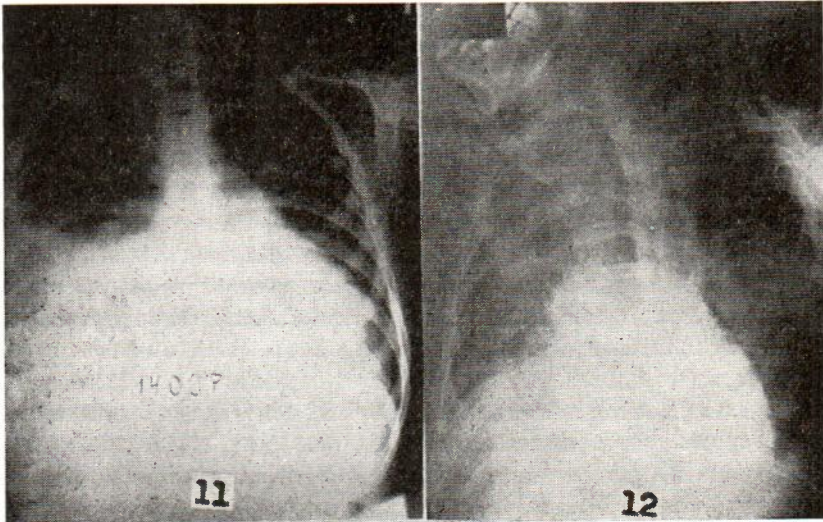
Teleradiografía del tórax del caso Nº 4 efectuada 2 años más tarde. Demuestra una acentuada cardiomegalia y además una zona de condensación basal derecha que puede corresponder a un infarto pulmonar.
